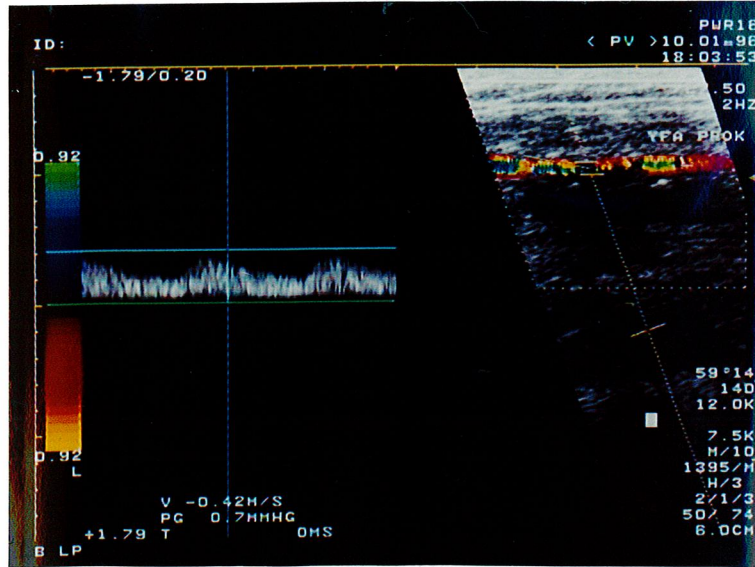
Renkli Doppler US. YFA başlangıçta oklüde
